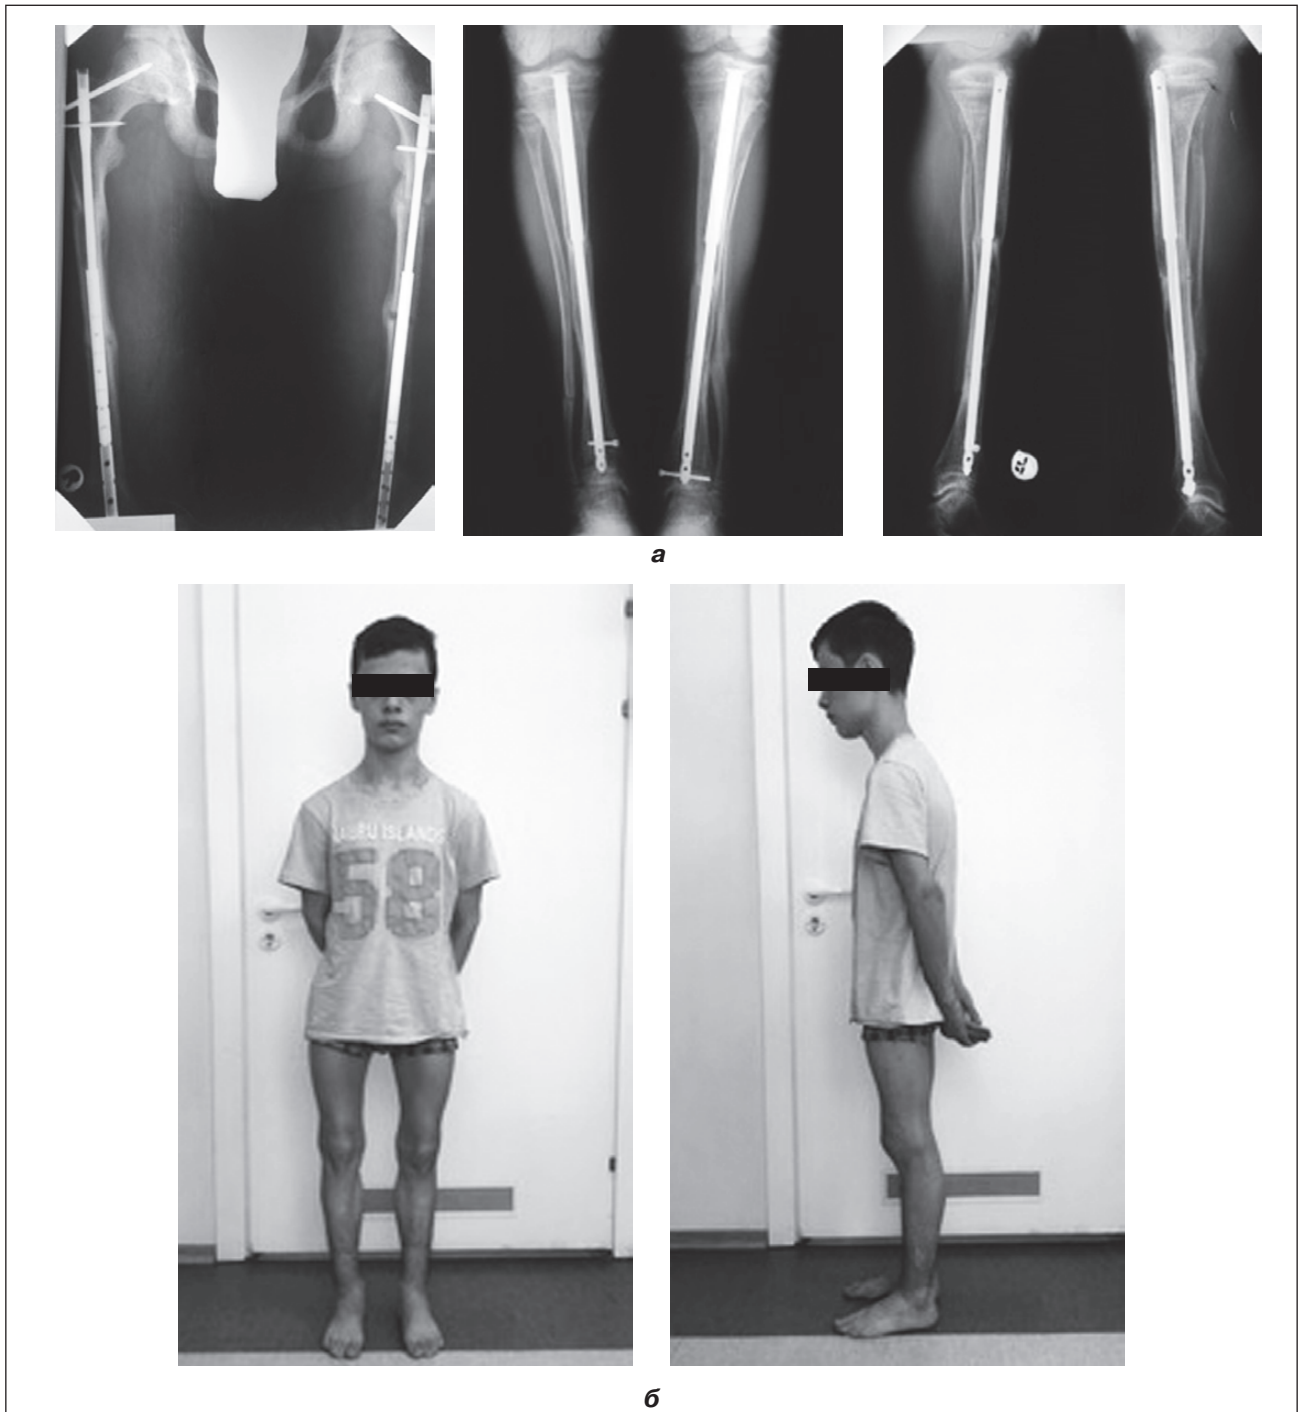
Пацієнт К. Діагноз: вітамін-D-резистентний рахіт, багатоплощинні деформації нижніх кінцівок. Рентгенограма після оперативного лікування (а) і загальний вигляд після операції (б)
